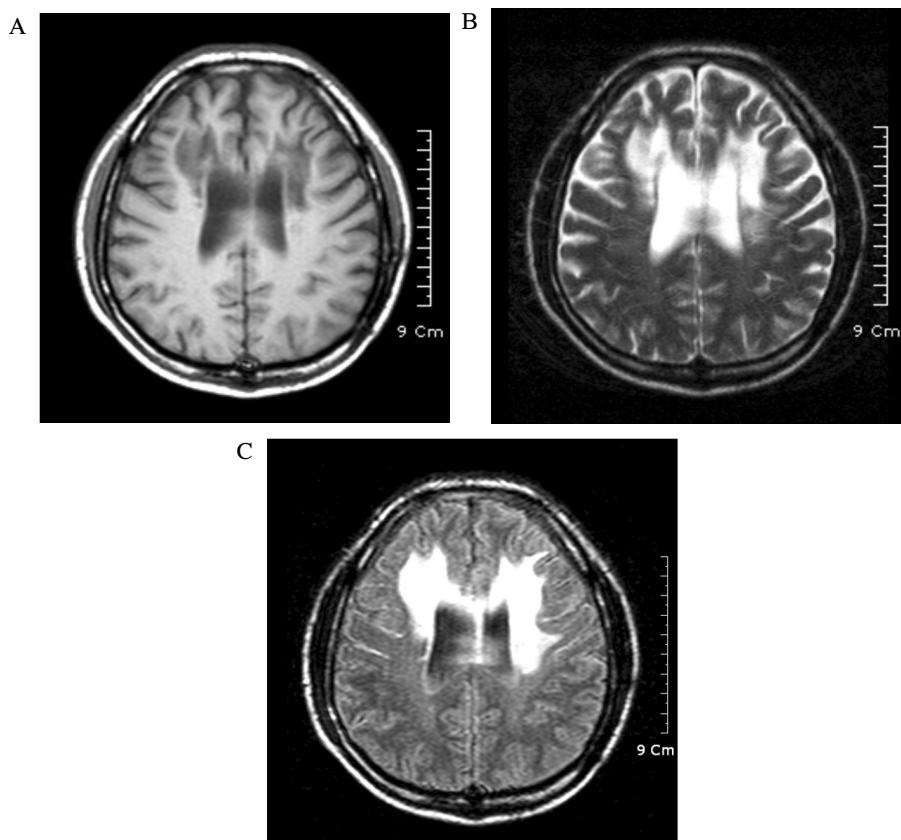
Axial T1 weighted image of the brain (Fig 2A) reveals both frontal lobe white matter and corpus callosum demyelination. Axial T2 weighted image (Fig 2B) and FLAIR image (Fig 2C) also shows both involvement of frontal lobe white matter and corpus callosum.
